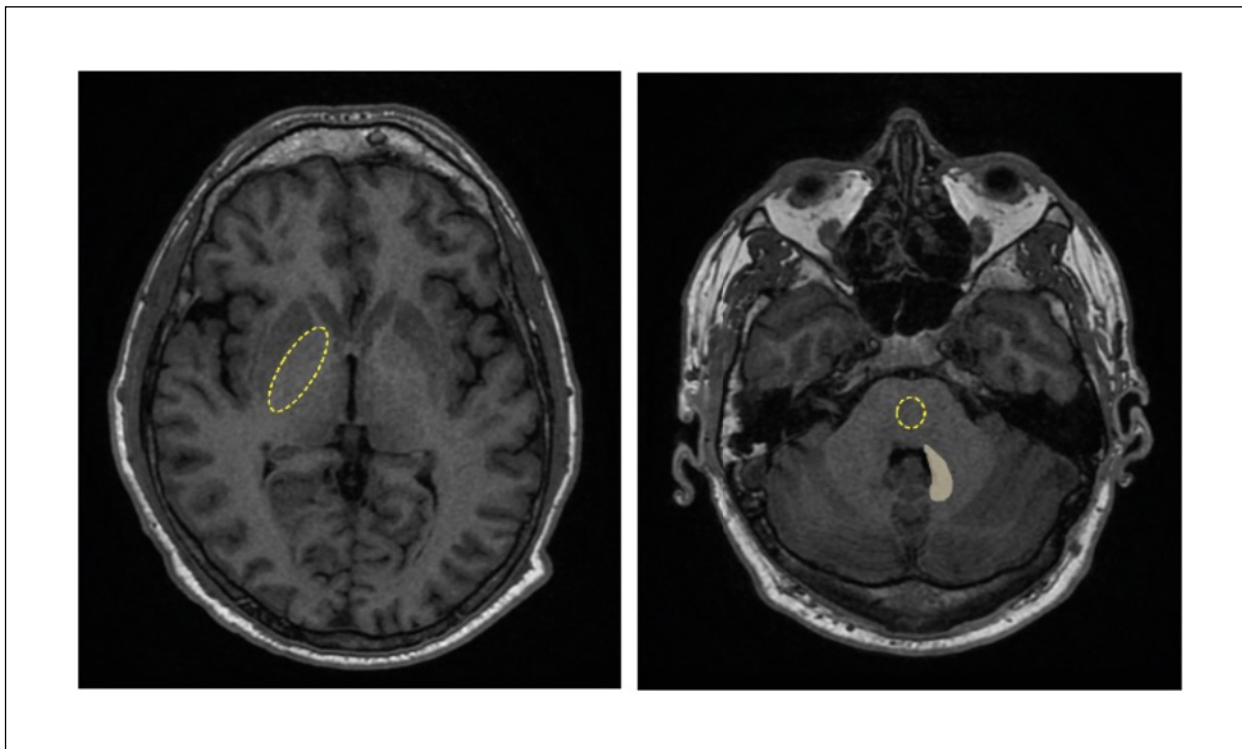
Localizaciones típicas, globo pálido, núcleo dentado y protuberancia, de las hiperintensidades en imágenes potenciadas en T1 de RM, indicativas del depósito de gadolinio
